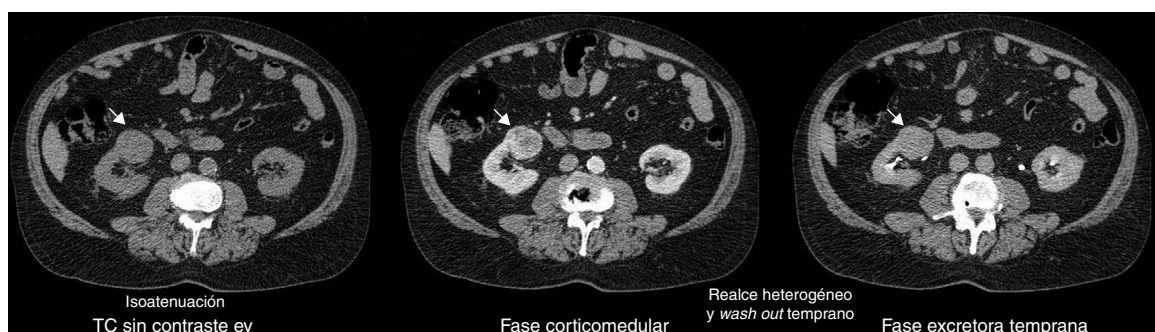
Tomografía computada de un carcinoma de células renales (flechas): patrón y realce en el tiempo.
